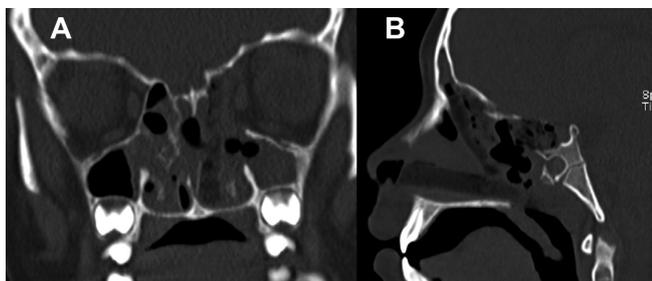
Imágenes de tomografía en el postoperatorio temprano de segunda intervención quirúrgica evidenciando resección completa de la lesión tumoral. Cortes coronal (A) y sagital (B).
